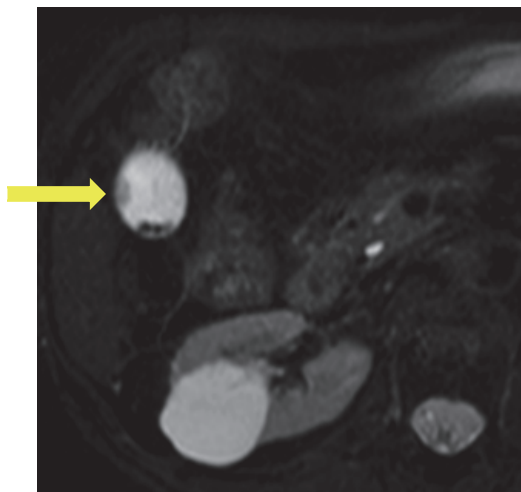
Magnetic Resonance Imaging (MRI) (脂肪抑制 T2 強調像)
